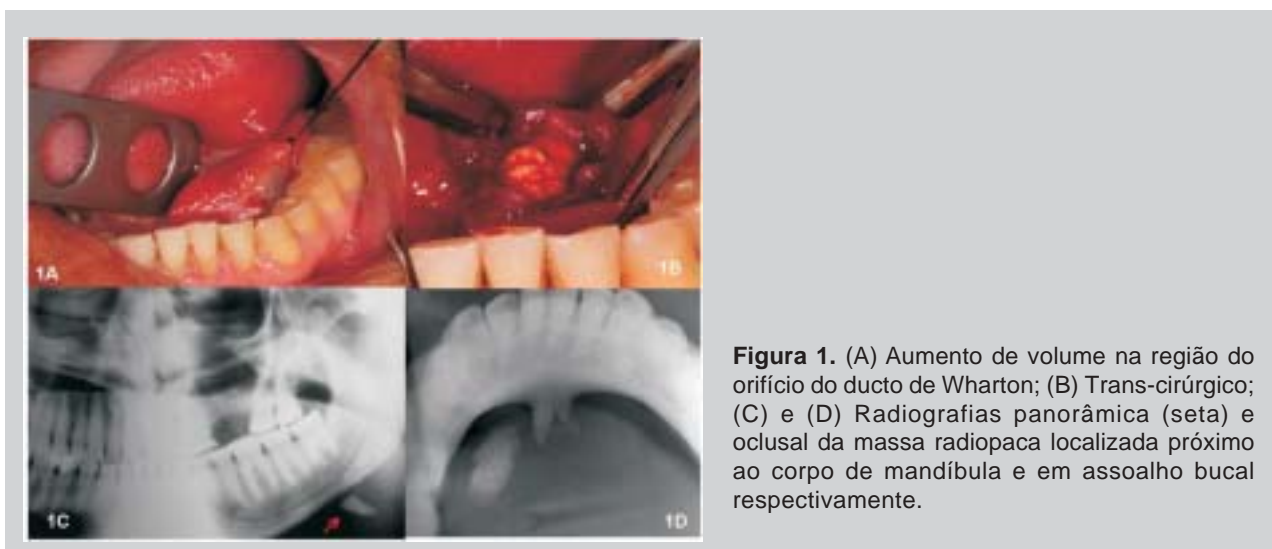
(A) Aumento de volume na região do orifício do ducto de Wharton; (B) Trans-cirúrgico; (C) e (D) Radiografias panorâmica (seta) e oclusal da massa radiopaca localizada próximo ao corpo de mandíbula e em assoalho bucal respectivamente.
